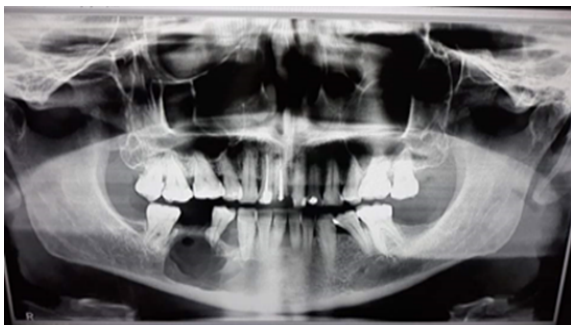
Radiografía panorámica que muestra lesión periapical en zona de bicúspide inferior derecha
